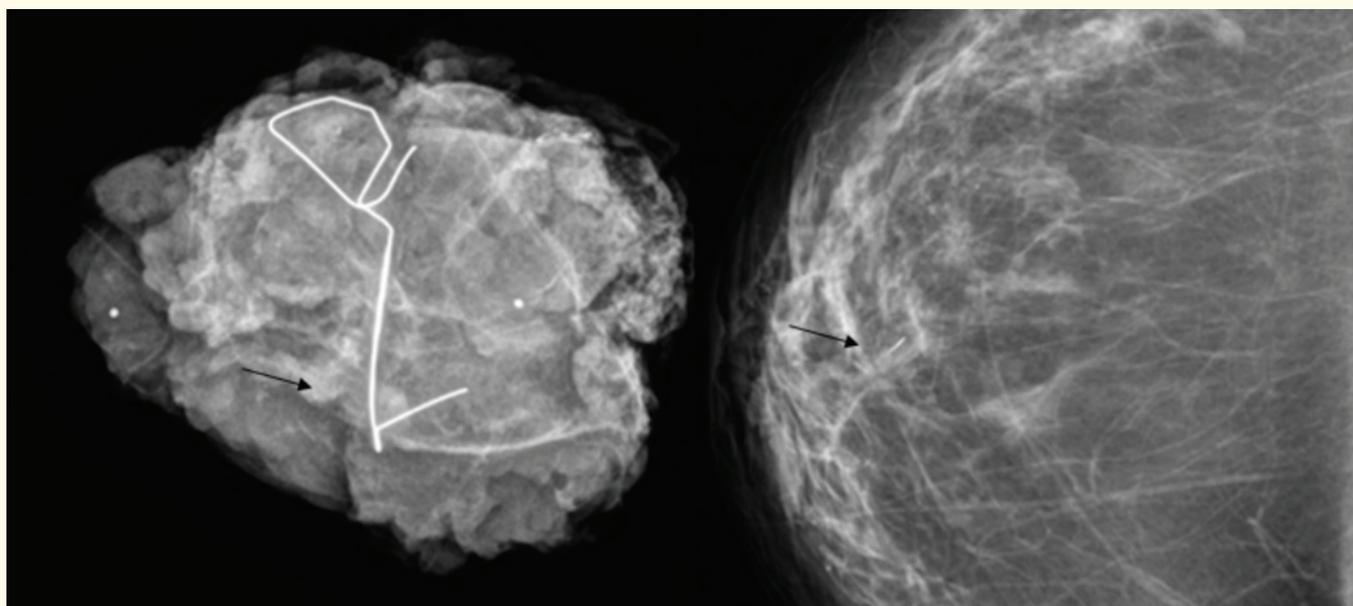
Exemplos de intervenção mamária: à esquerda, radiografia de peça de tumorectomia de lesão subclínica, previamente marcada com arpão orientado por ecografia; à direita, mamografia em incidência crânio-caudal onde se identifica clip colocado para marcação de local de BAV.
